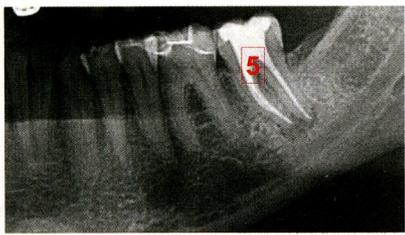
Röntgenologisch gut gefüllter Zahn 37 mit hoher Toxinausschüttung
